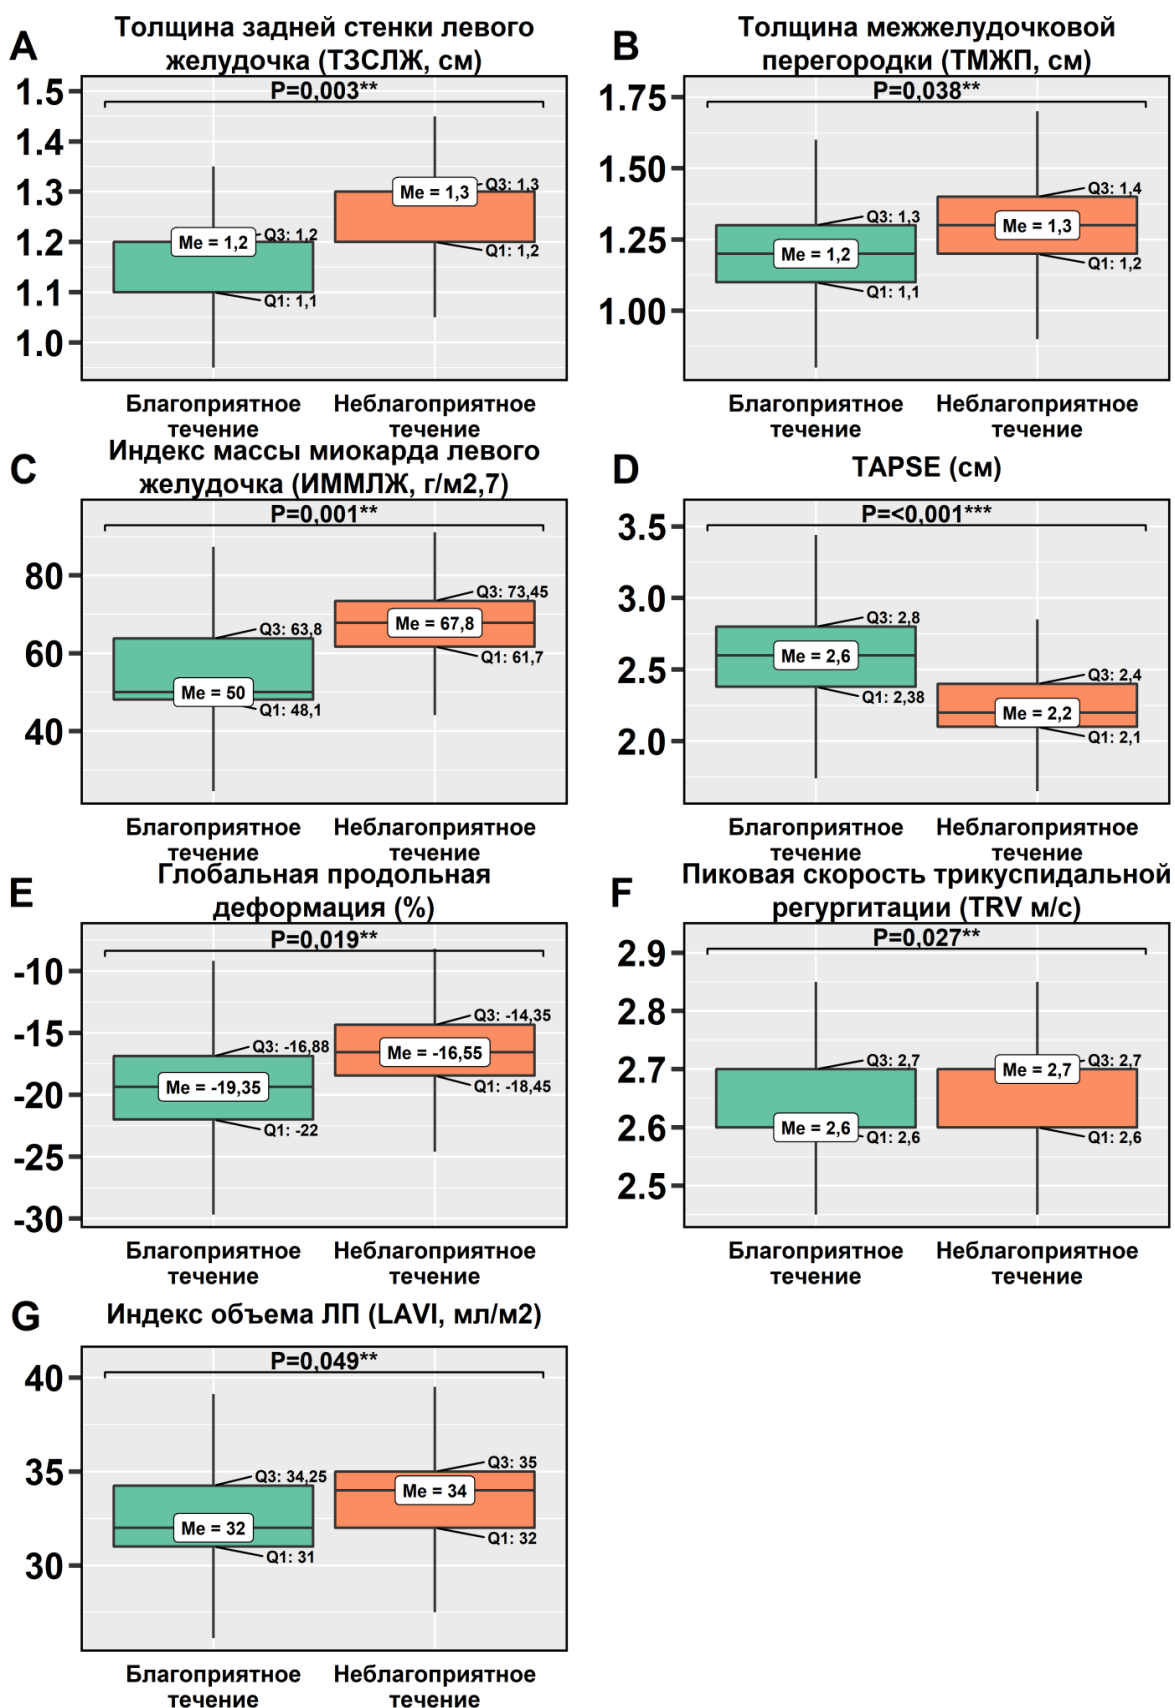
Сравнение пациентов по эхокардиографическим показателям в зависимости от характера клинического течения
